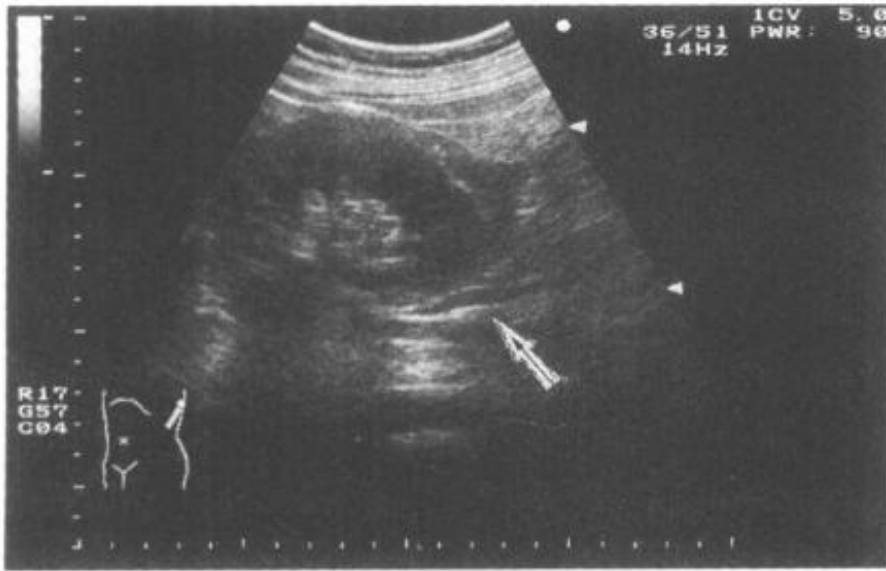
2—1 正常上段部分输尿管纵切面超声影像 (↑)
